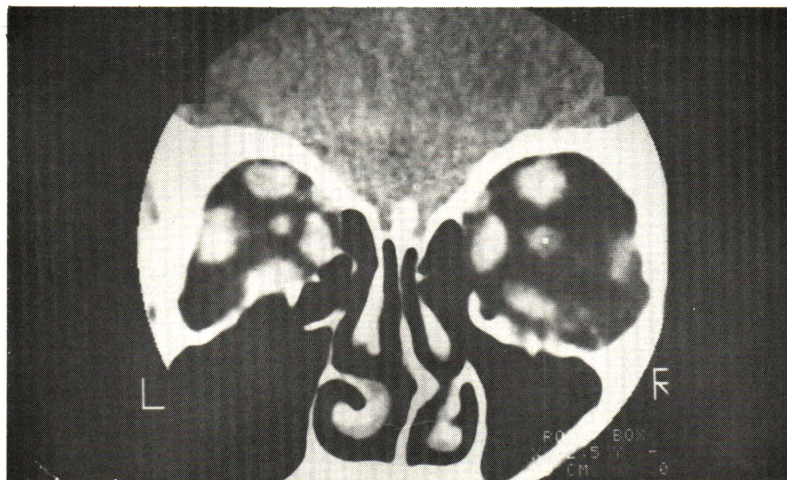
Thyroid ophthalmopathy. Coronal CT scan of 43 year-old female euthyroid stage of Graves' disease with history of progressive exophthalmos. Symmetrical enlargement of all extraocular muscles of both eyes and enlarged right optic nerve were demonstrated.
